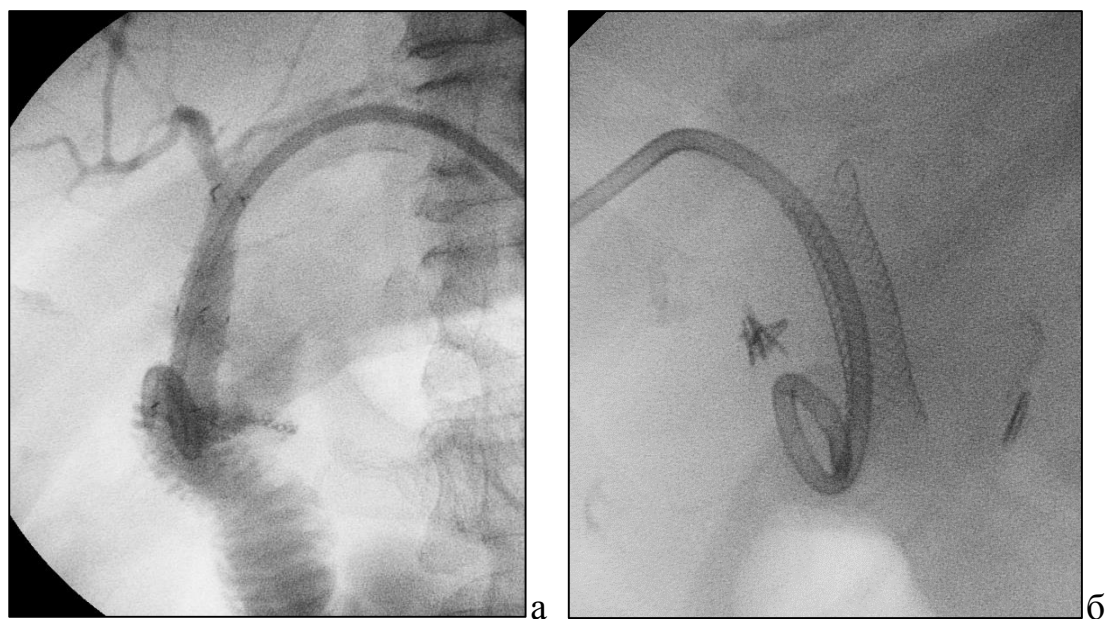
Рентгенограммы после установки страховочного дренажа под нижний край стента.
